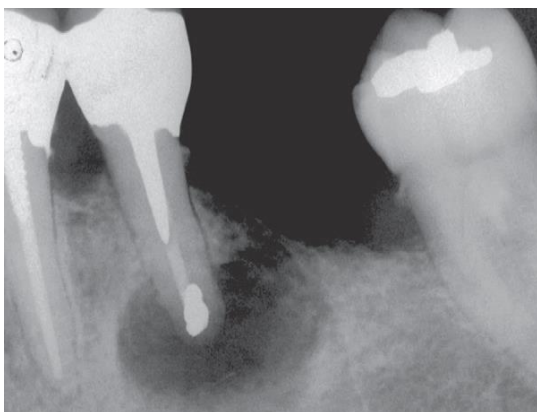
Radiografia pós-operatória imediata de um segundo pré-molar inferior com retro-obturação de amálgama (adaptado de Cohen e Hargreave 2011).
